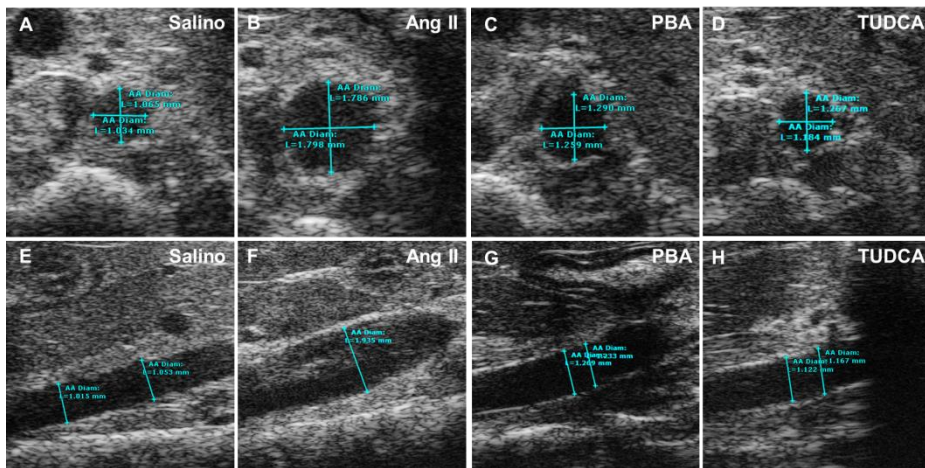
Imágenes representativas de ultrasonografía de alta frecuencia. Las imágenes fueron captadas a nivel de la aorta suprarrenal en plano transversal y longitudinal de videos y analizadas en los diferentes grupos experimentales de animales. A-D) Plano transversal E-H) Plano sagital. de izquierda a derecha: Salino, Ang II, PBA y TUDCA
